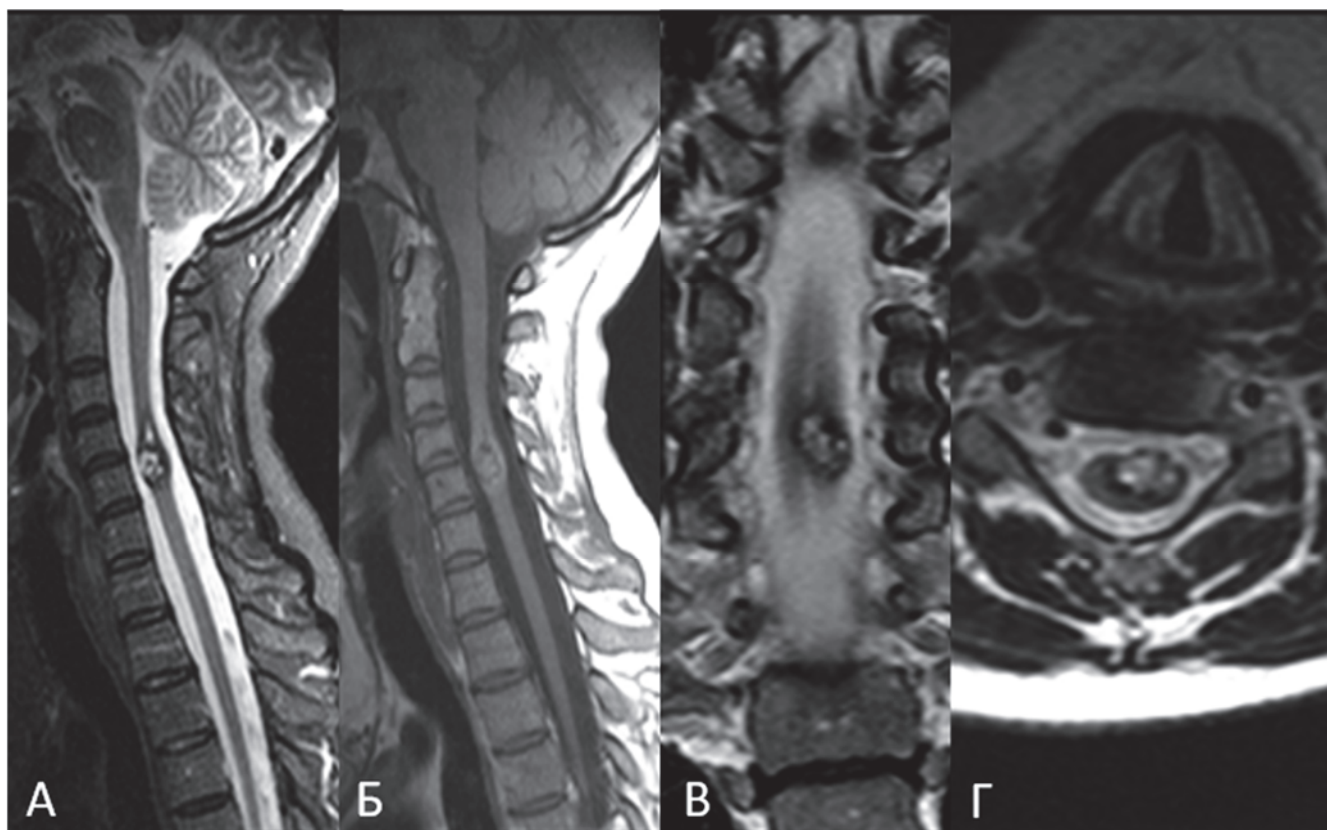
Пациентка К-ва, МРТ шейного отдела позвоночника и спинного мозга в режимах T1 (Б) и T2-ВИ (А, В, Г) в сагиттальной (А, Б), фронтальной (В) и аксиальной (Г) проекциях: картина интрамедуллярного объёмного образования на уровне С4–С5 позвонков, вентрального расположения справа
